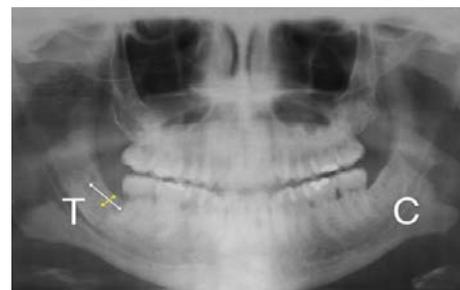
Radiografía de control un año después, evidencia la regeneración ósea, la flecha amarilla indica el aumento de altura y la flecha blanca el relleno anteroposterior.
